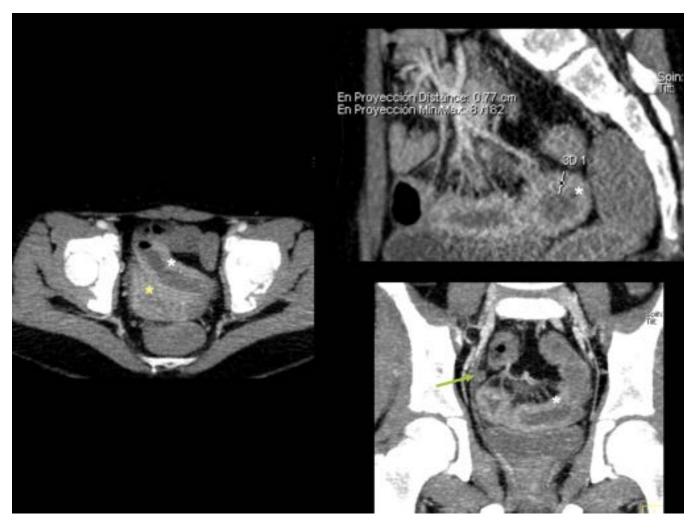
TC abdominal con contraste i.v. y agua oral. Engrosamiento mural del íleon terminal y región cecal con realce parietal fundamentalmente ileal (asterisco blanco). Leve hiperdensidad de la grasa regional y mínima cantidad de líquido libre (asterisco amarillo) con algunos ganglios mesentéricos (flecha verde).
